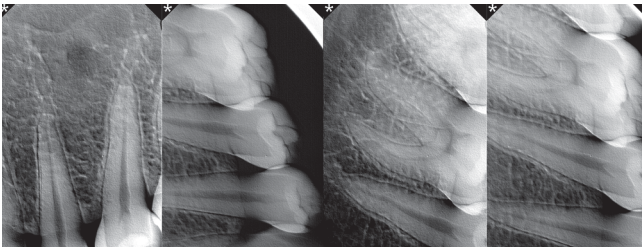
Внутриротовая рентгенограмма 4.3, 4.4 с DE
